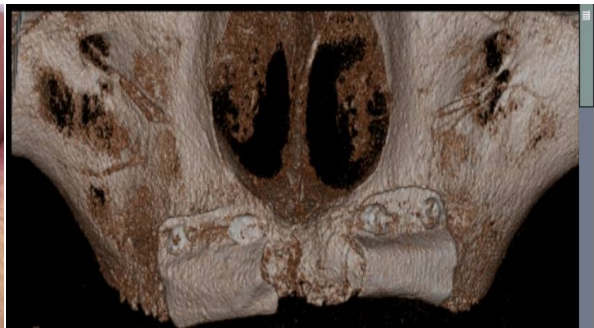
Aspect CT 3D la 18 luni
